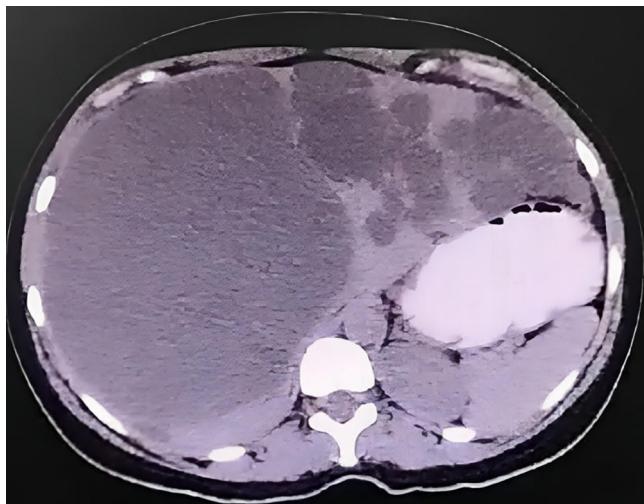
Tomografía axial computarizada (TAC), con contraste en corte axial a nivel del hígado, con múltiples lesiones quísticas (> 20), con la lesión más grande midiendo 20×20 cm.
